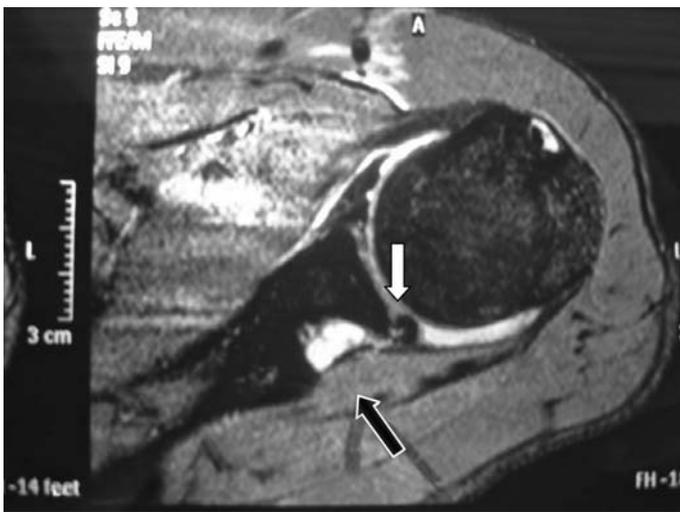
Caso 1. Ressonância magnética com corte axial em T2, demonstrando cisto espinoglenoidal (seta branca) do ombro direito, associado à lesão do lábio posterior (seta preta)
